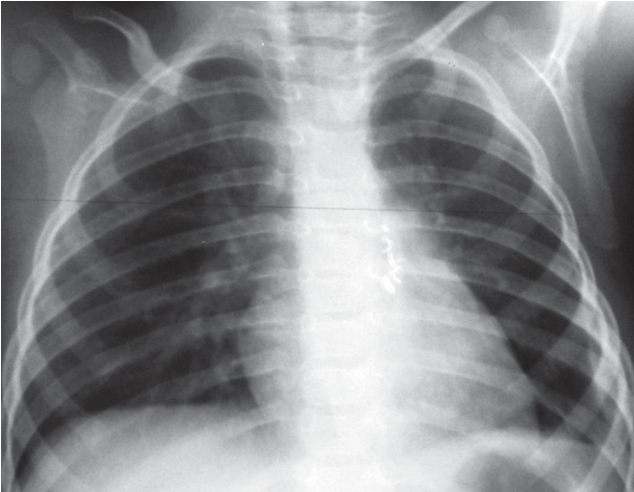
Рентгенографія органів грудної клітки дитини Ч. через тиждень після операції
